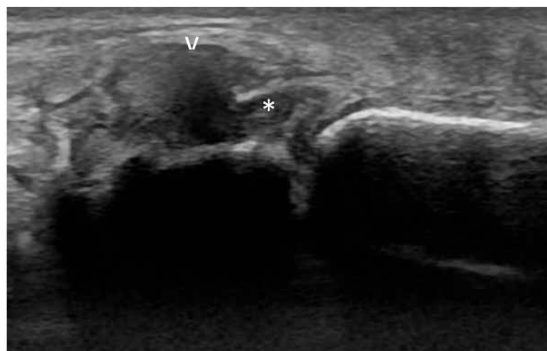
ultrassonografia (USG) do polegar, com transdutor linear de 16 MHz, plano coronal. Lesão de Stener: lesão total do LCU, com interposição da aponeurose adutora. Ao ultrassom nota-se espessamento e descontinuidade do LCU (*), com pseudomassa proximal (ponta de seta).
